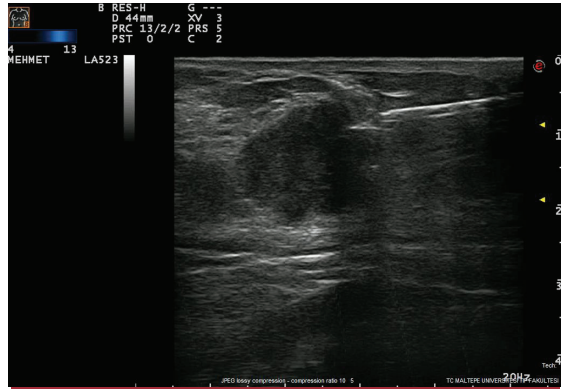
Ultrason rehberliğinde tru-cut biyopsi işlemi, biyopsi iğnesi eş zamanlı ultrasonografi rehberliği ile lezyondan örneklem alınımı.
